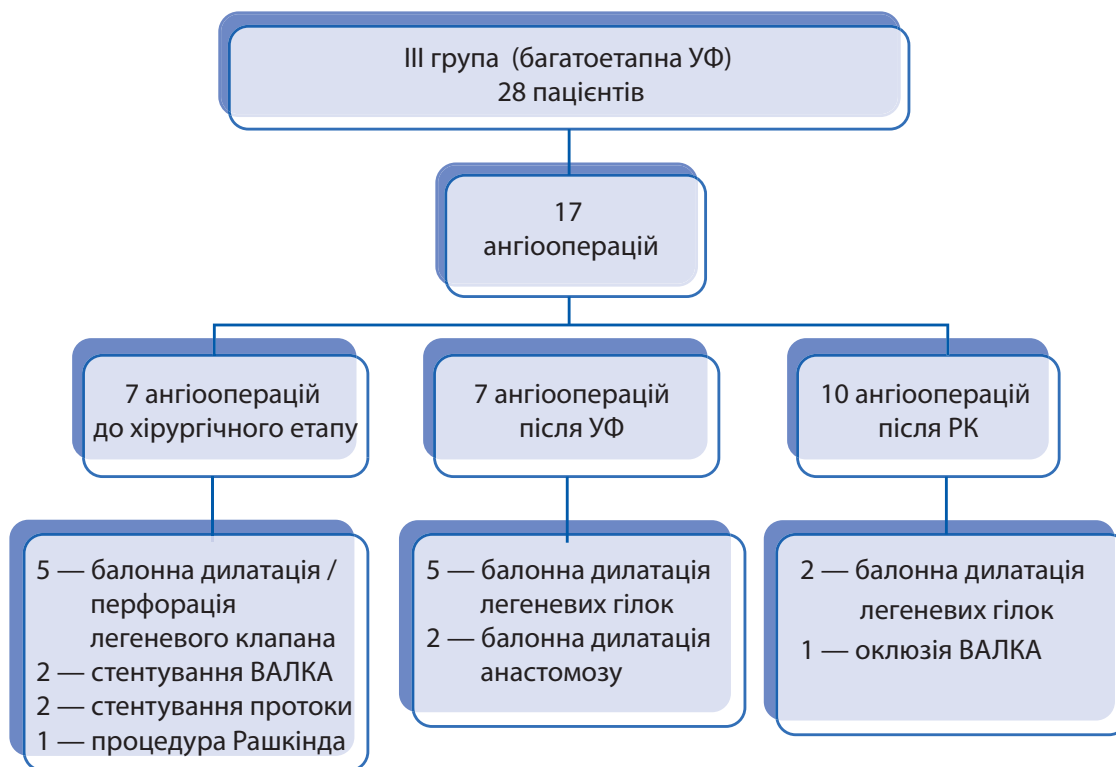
Структура рентгенохірургічних операцій в III групі
